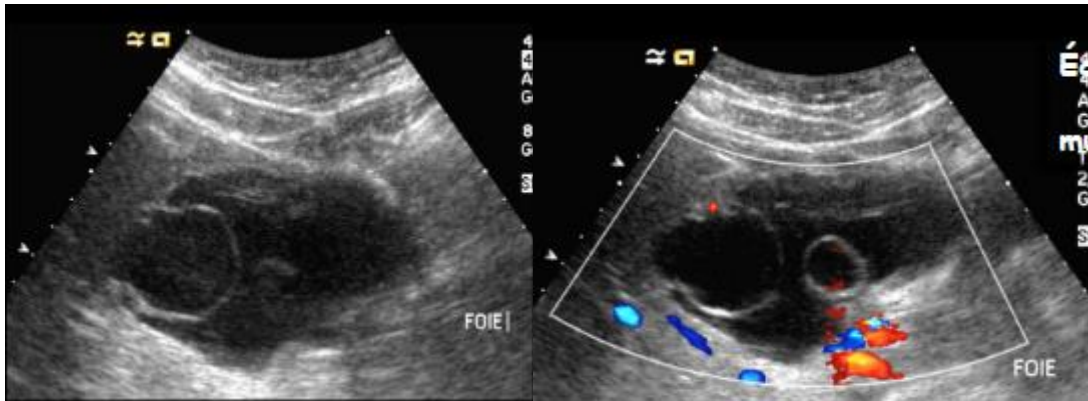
Image échographique (échographie-Doppler) montrant une lésion kystique multiloculaire du foie : Cystadénocarcinome hépatique [26].
